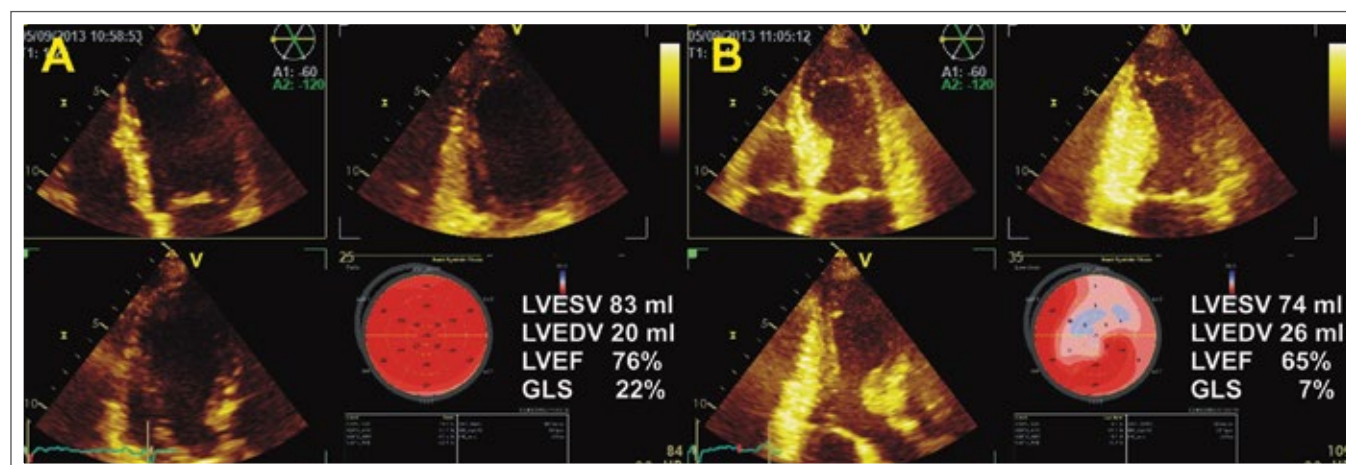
Stressechokardiographie mit Adenosin. Belastungsinduzierte Ischämie anteroseptal (B-Bild, Strain-Analyse).
